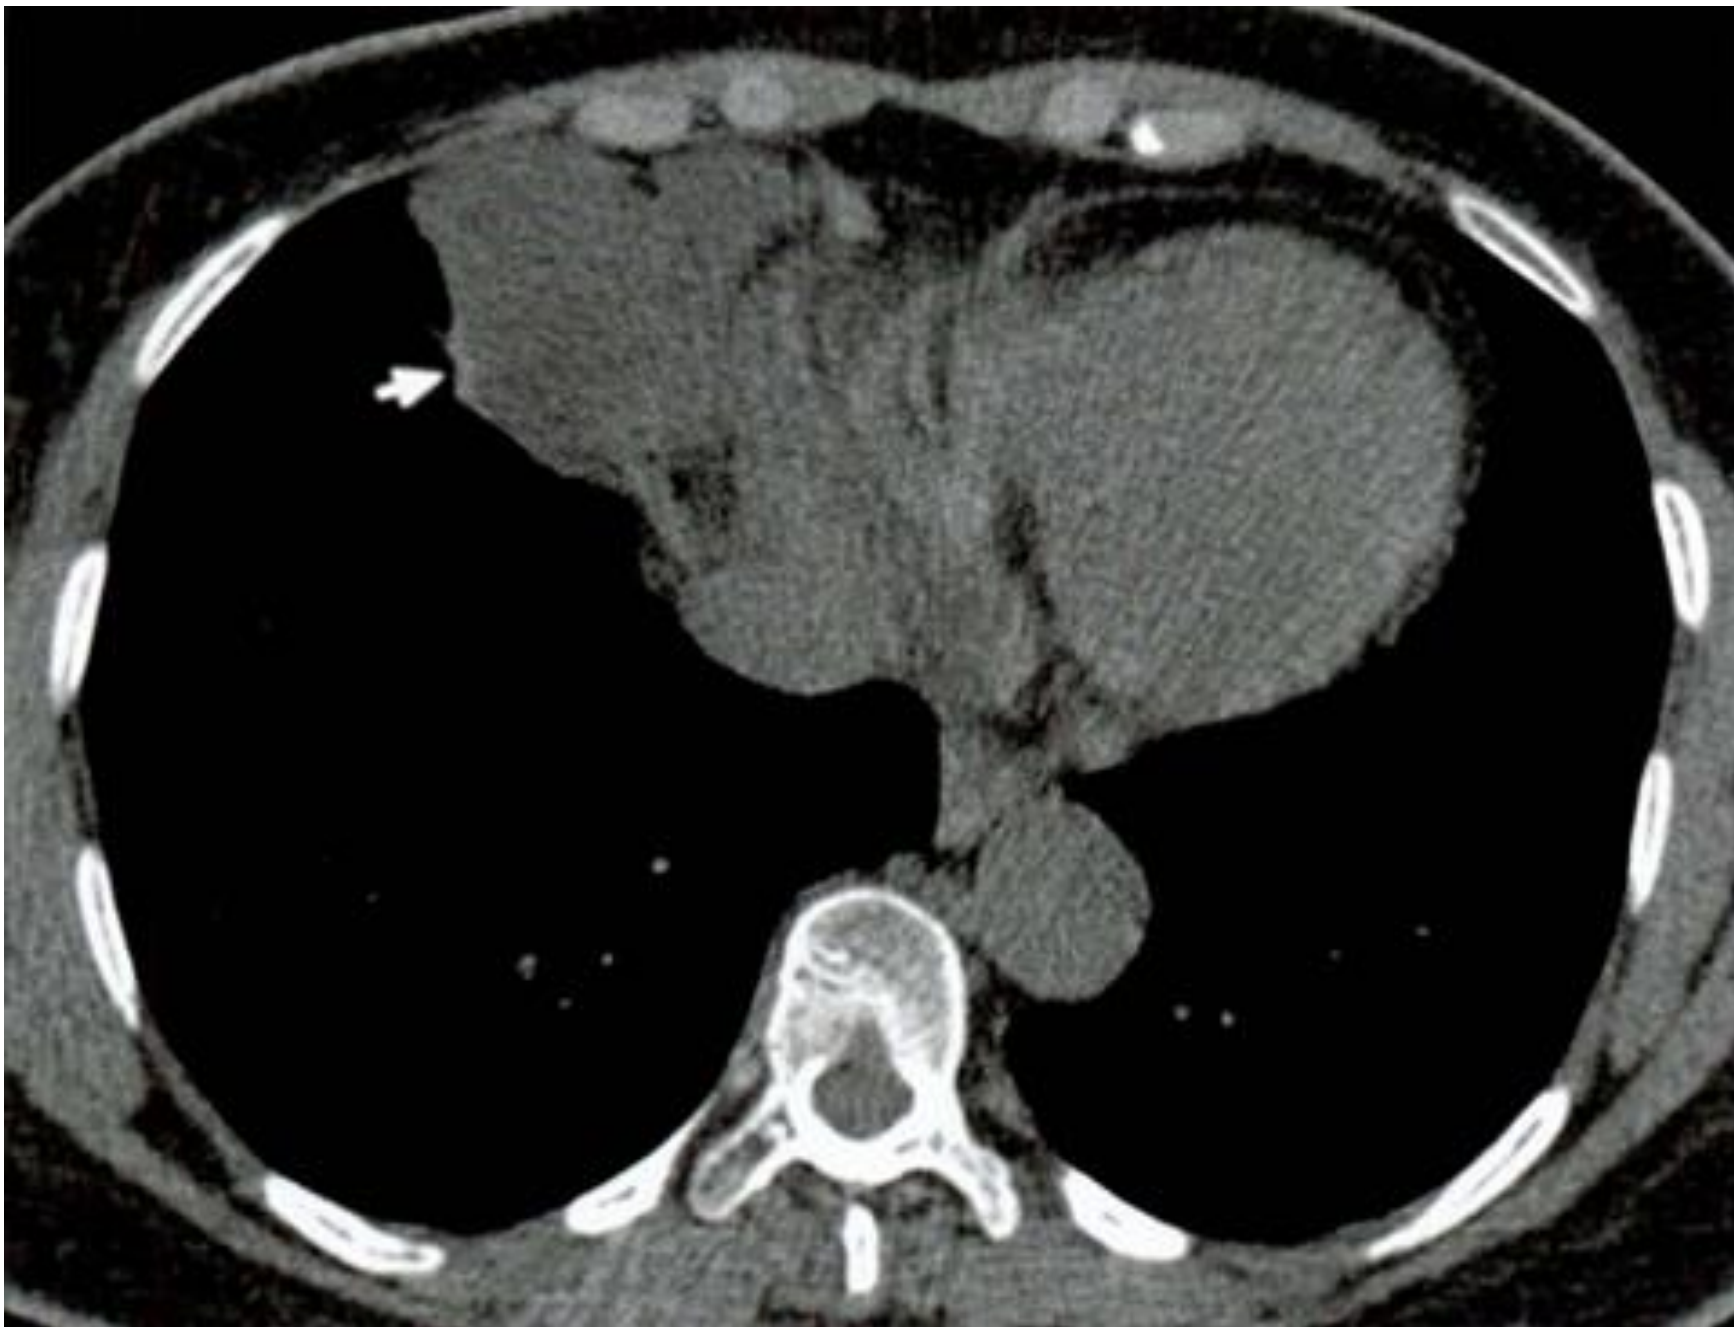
TC cisto pericárdico. Lesão expansiva cística justacardiaca à direita, homogênea, com limites definidos. A seta sinaliza parênquima pulmonar atelectasiado. 54
